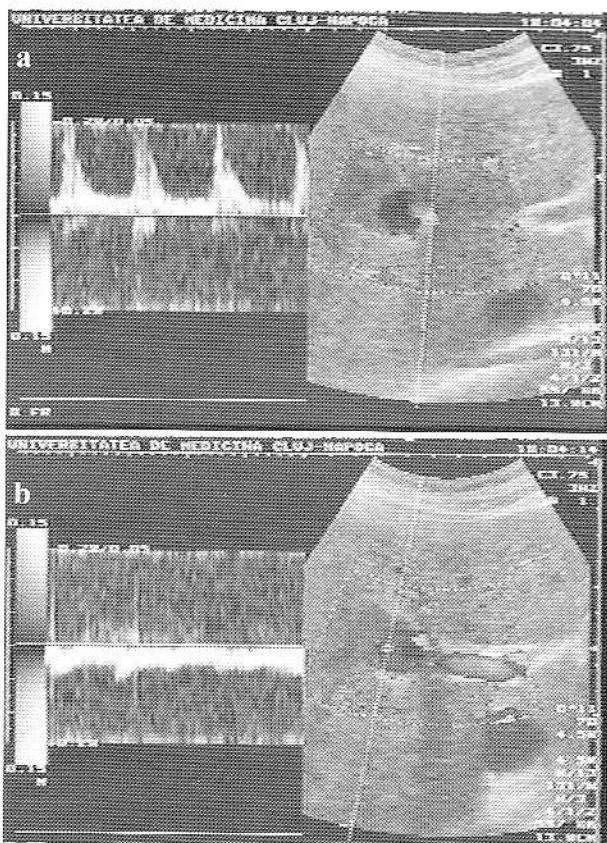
Examinarea fluxului din interiorul anevrismului – Doppler pulsat: a) flux arterial turbulent, sistolo-diastolic, în vecinătatea comunicării cu artera hepatică; b) flux cu caracter pulsat mult atenuat în periferia anevrismului.
